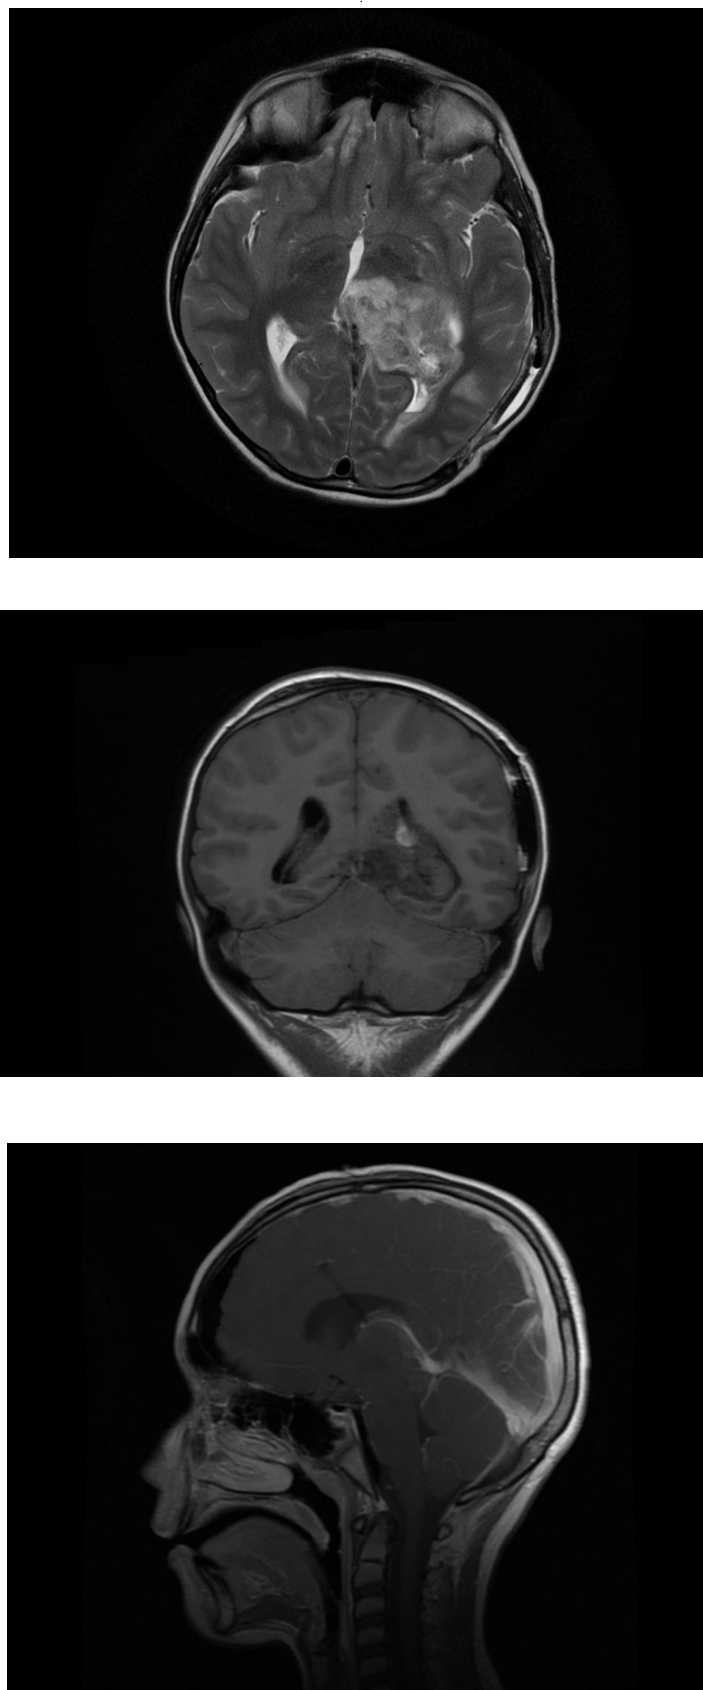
Магнитно-резонансная томография головного мозга (с контрастным усилением) ОТ 21.04.2019 года.
